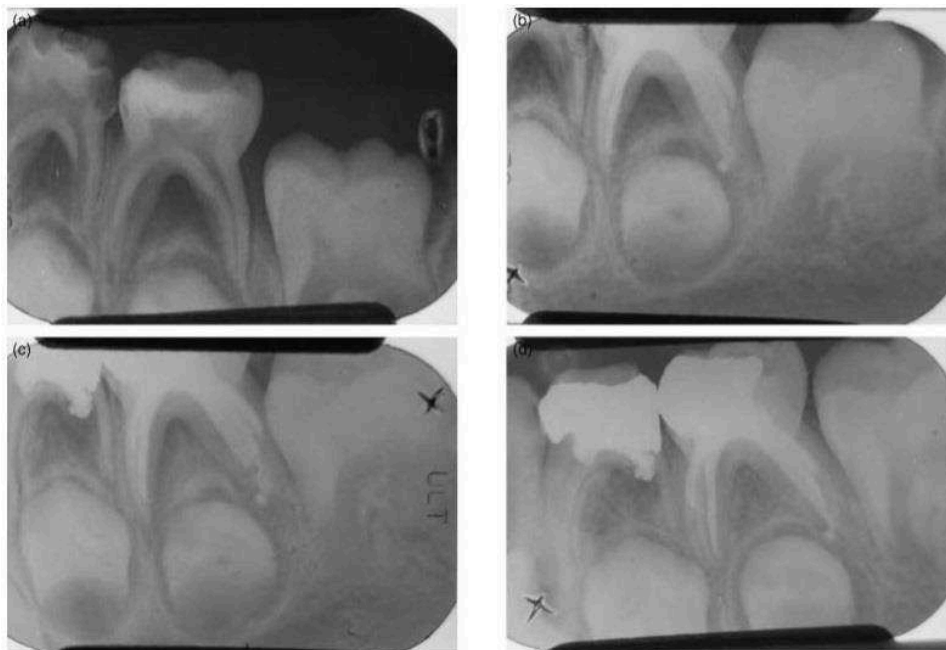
(a) Radiographie pré-opératoire de la 75. (b) Radiographie post-opératoire immédiate. (c) Radiographie à 3 mois post-opératoire avec réduction de la radioclarité inter-radulaire. (d) Radiographie à 12 mois postoperatoire. (29)
